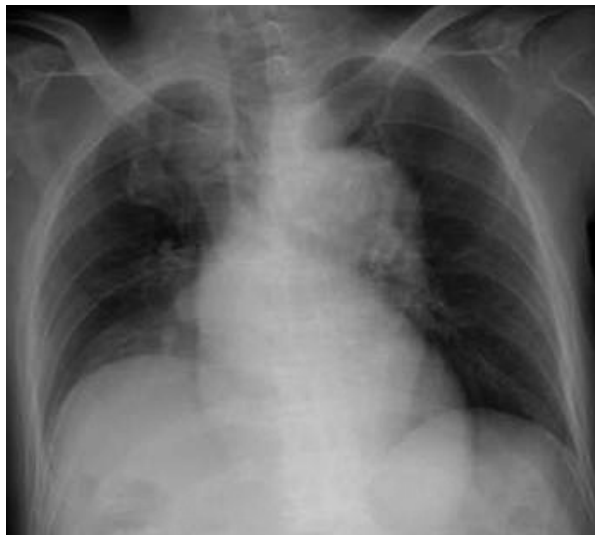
Chest radiograph on admission showing consolidation area in the right lower lung field
